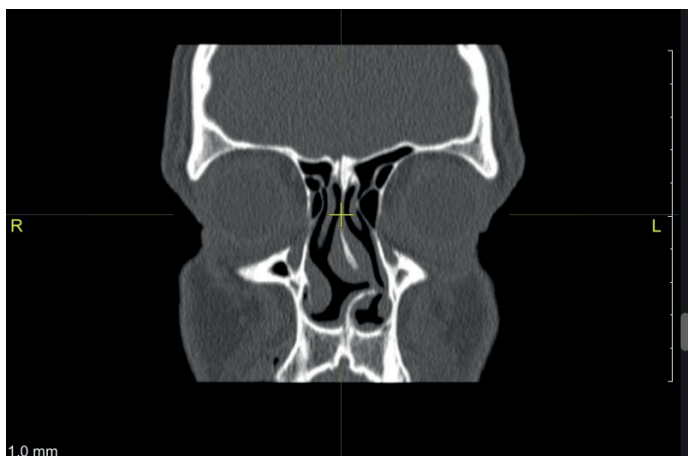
Компьютерная томография околоносовых пазух (выраженное искривление перегородки носа).
